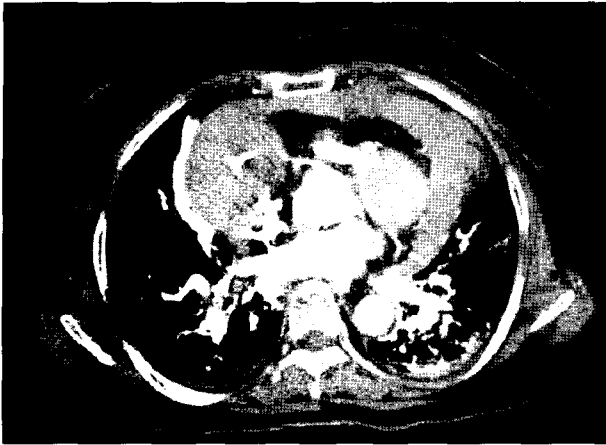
Preoperative chest CT demonstrates the moderate amount pericardial effusion and mass-like lesion at right atrium.
